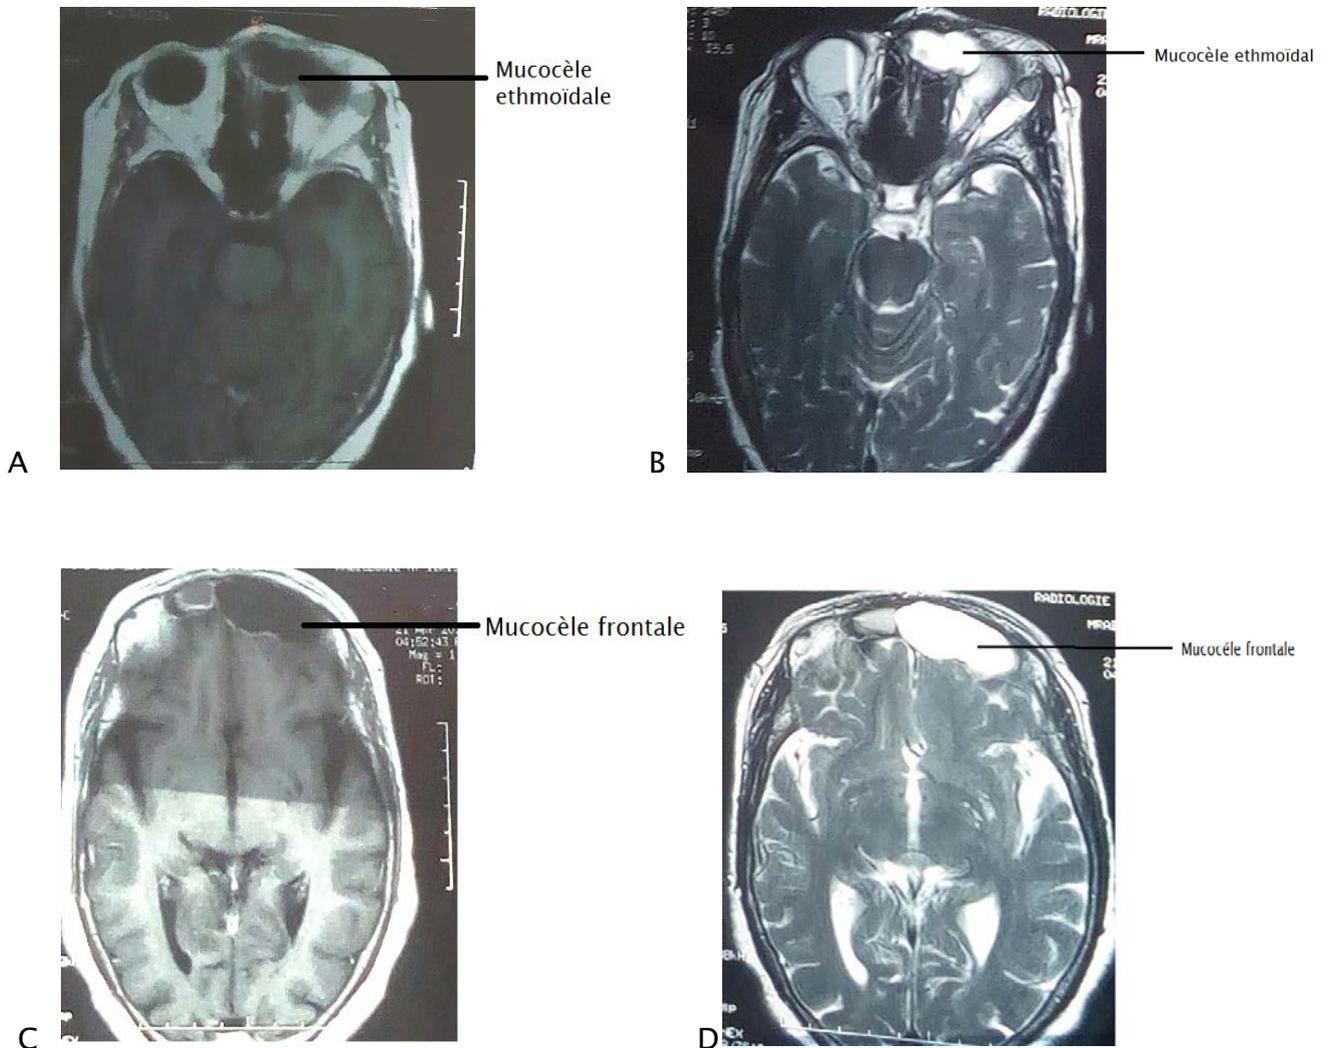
IRM du massif Facial, Coupe axiale (A, B, C, D), montrant une mucocèle ethmoïdo-frontale avec hypo signal en T1 (figure A et C) et hyper signal T2 (Figure B et D) avec extension intra-orbitaire (Iconographie Service ORL-CHU-HASSAN II-FES)
